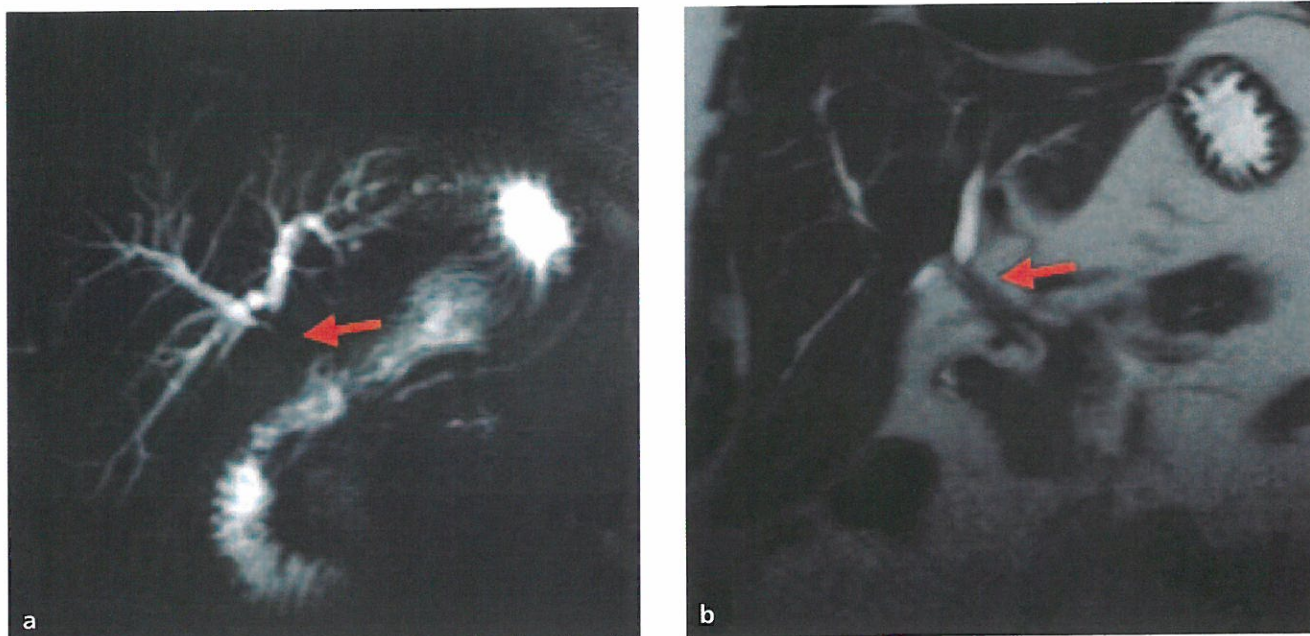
Cholangio-IRM : sténose de la partie haute de la voie biliaire principale (flèche).
